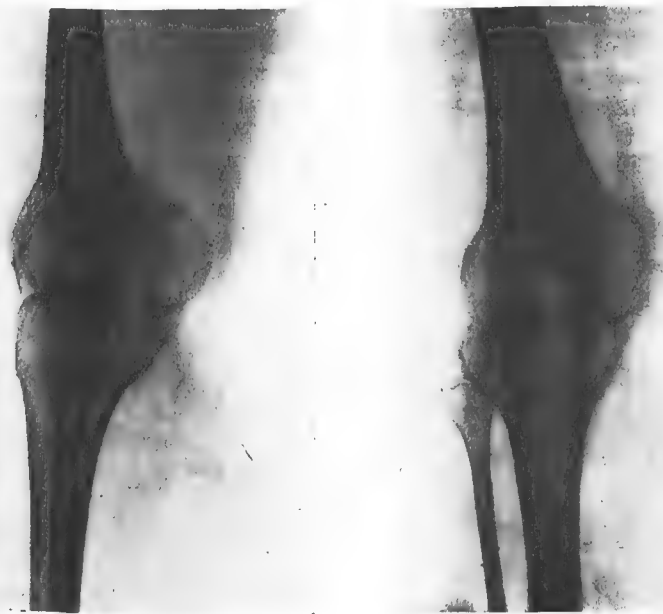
Arthrodèse du genou pratiquée 14 mois auparavant. L'ankylose fémoro-tibiale est complète. Cas M.... Madeleine. Radiographie du 8-1-34.
